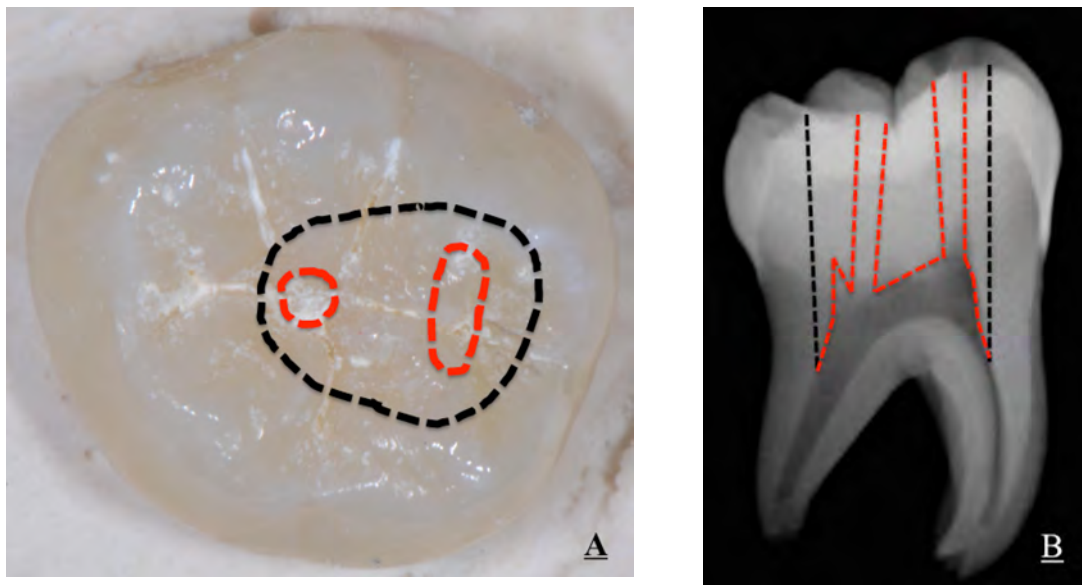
(A) Photographie d'une vue occlusale d'une molaire mandibulaire et (B) radiographie rétro-alvéolaire d'une molaire mandibulaire. En pointillés rouges, nous visualisons les limites des NEC par rapport aux TEC modélisés en pointillés noirs.
